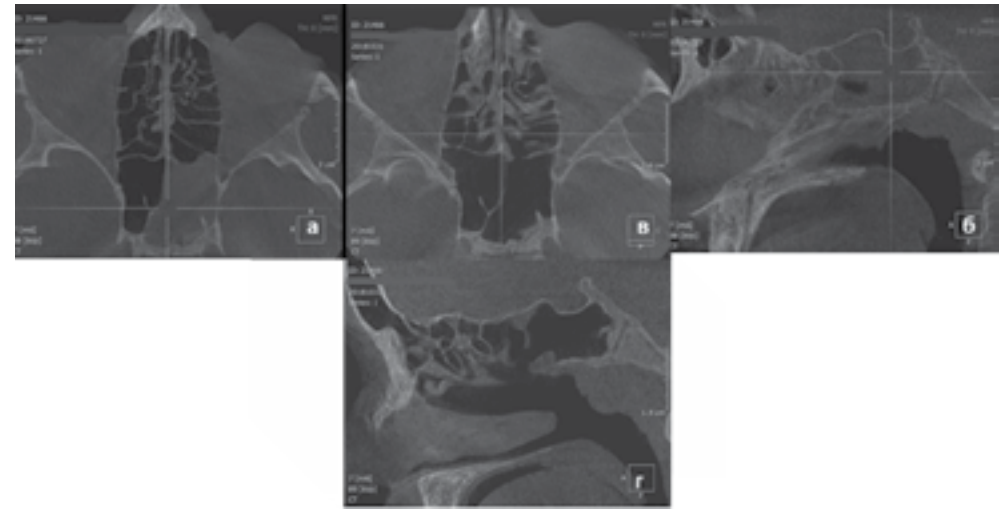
Хронічний сфеноїдит у дитини 13 років. Анамнез хвороби 2 роки — біль голови, без жодних проявів зі сторони носа. Виявлено на МРТ, на яке скерував невролог. Після недостатньо ефективного консервативного лікування виконано ендоскопічне розкриття лівої клиноподібною пазухи. Ефект операції добрий. КТ до операції (а, б), КТ після операції (в, г).
